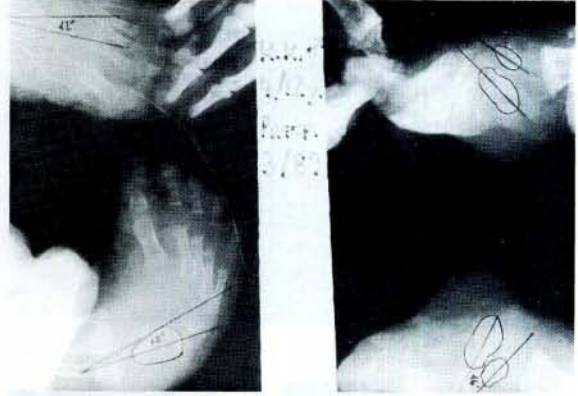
18 aylık, sağ PEV olan erkek hasta. Preoperatif yan grafisi. Talokalkaneal açının 0° olduğu görülmektedir.
